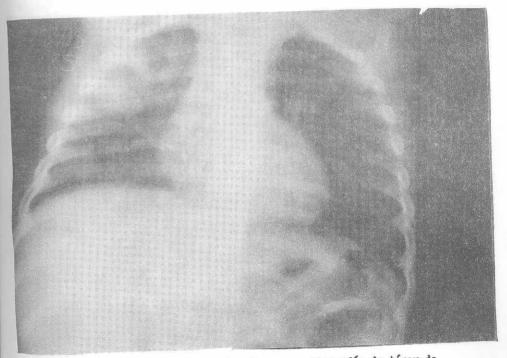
Vista postero-anterior de una radiografía de tórax de un niño de un año de edad con historia de diarrea y vómitos de cua tro días de evolución. El exámen físico reveló deshidratación moderada y estertores subcrepitantes diseminados en ambos campos pul monares. Contrainmunoelectroforesis positiva. a S. pneumoniae. Se puede observar neumonía y atelectasia en el lóbulo superior derecho y un infiltrado alveolar para-hiliar.
